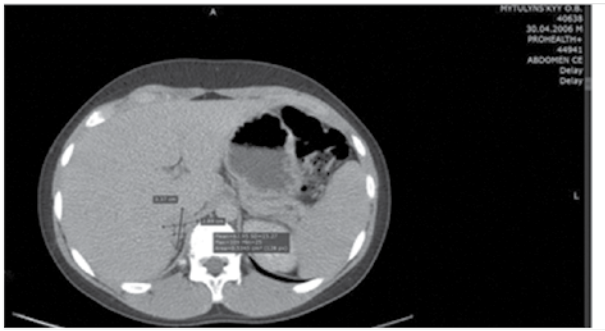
Комп'ютерна томограма пухлини правої НЗ (венозна фаза).
